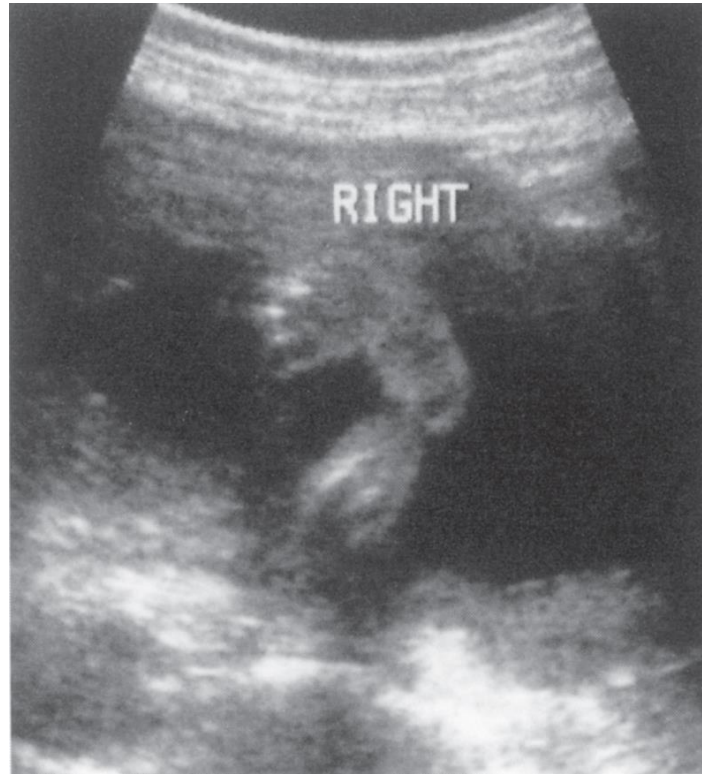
Pie equino varo de un feto de 24 semanas visto por ecografía. No se observó deformidad en equino varo en la ecografía de este feto a las 12 semanas. Al nacimiento el bebé tenía una artrogriposis periférica, como se ilustra en la Figura 24.
